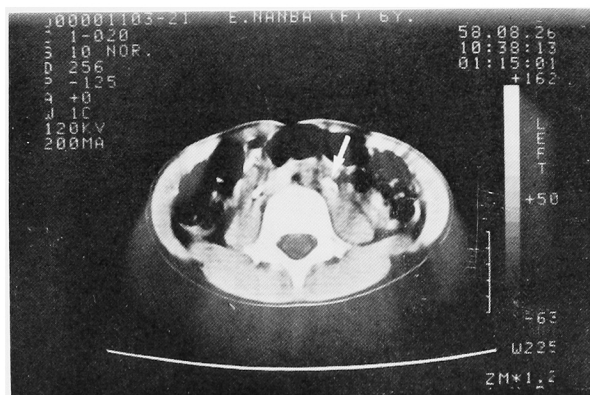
症例 3, Enhanced CT: 第 3 腰椎の高さに左腎らしき造影剤の pooling を認めた (矢印)
